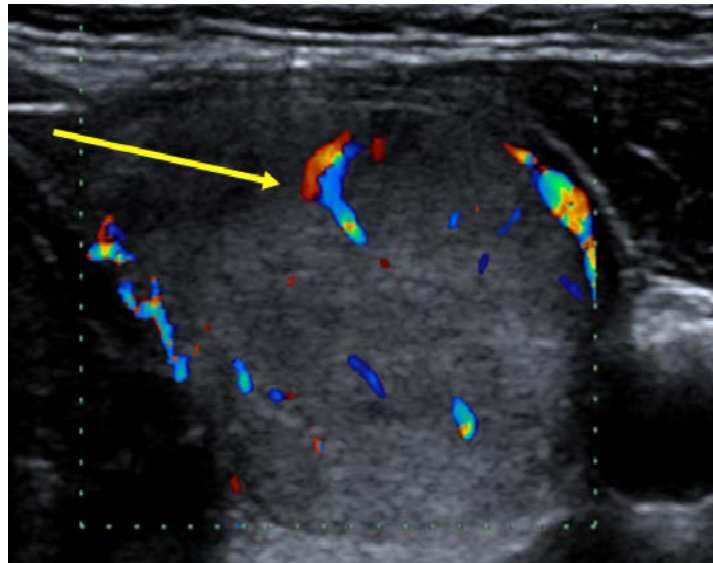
Estudio con Doppler color. Nódulo con distribución de los vasos intranódulo rectos desde la periferia al centro. Adenoma folicular.
